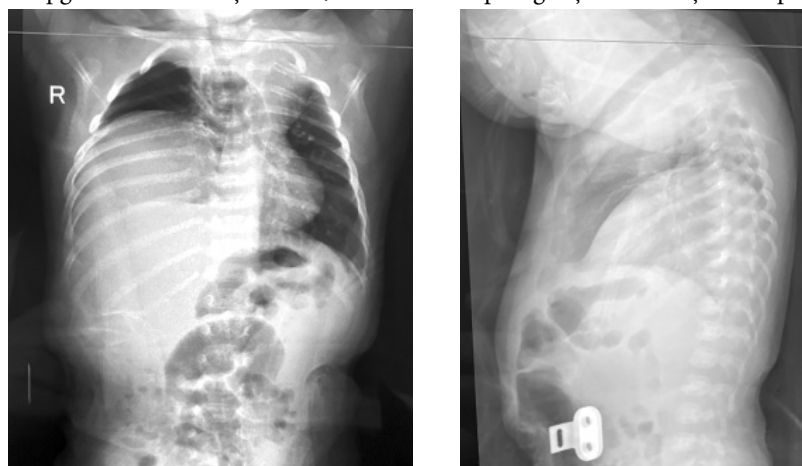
Radiografie toracică în două proiecții: opacitate intensă, omogenă, localizată bazal pe dreapta, cordul este deplasat spre dreapta cu formarea herniei anterioare a mediastinului
